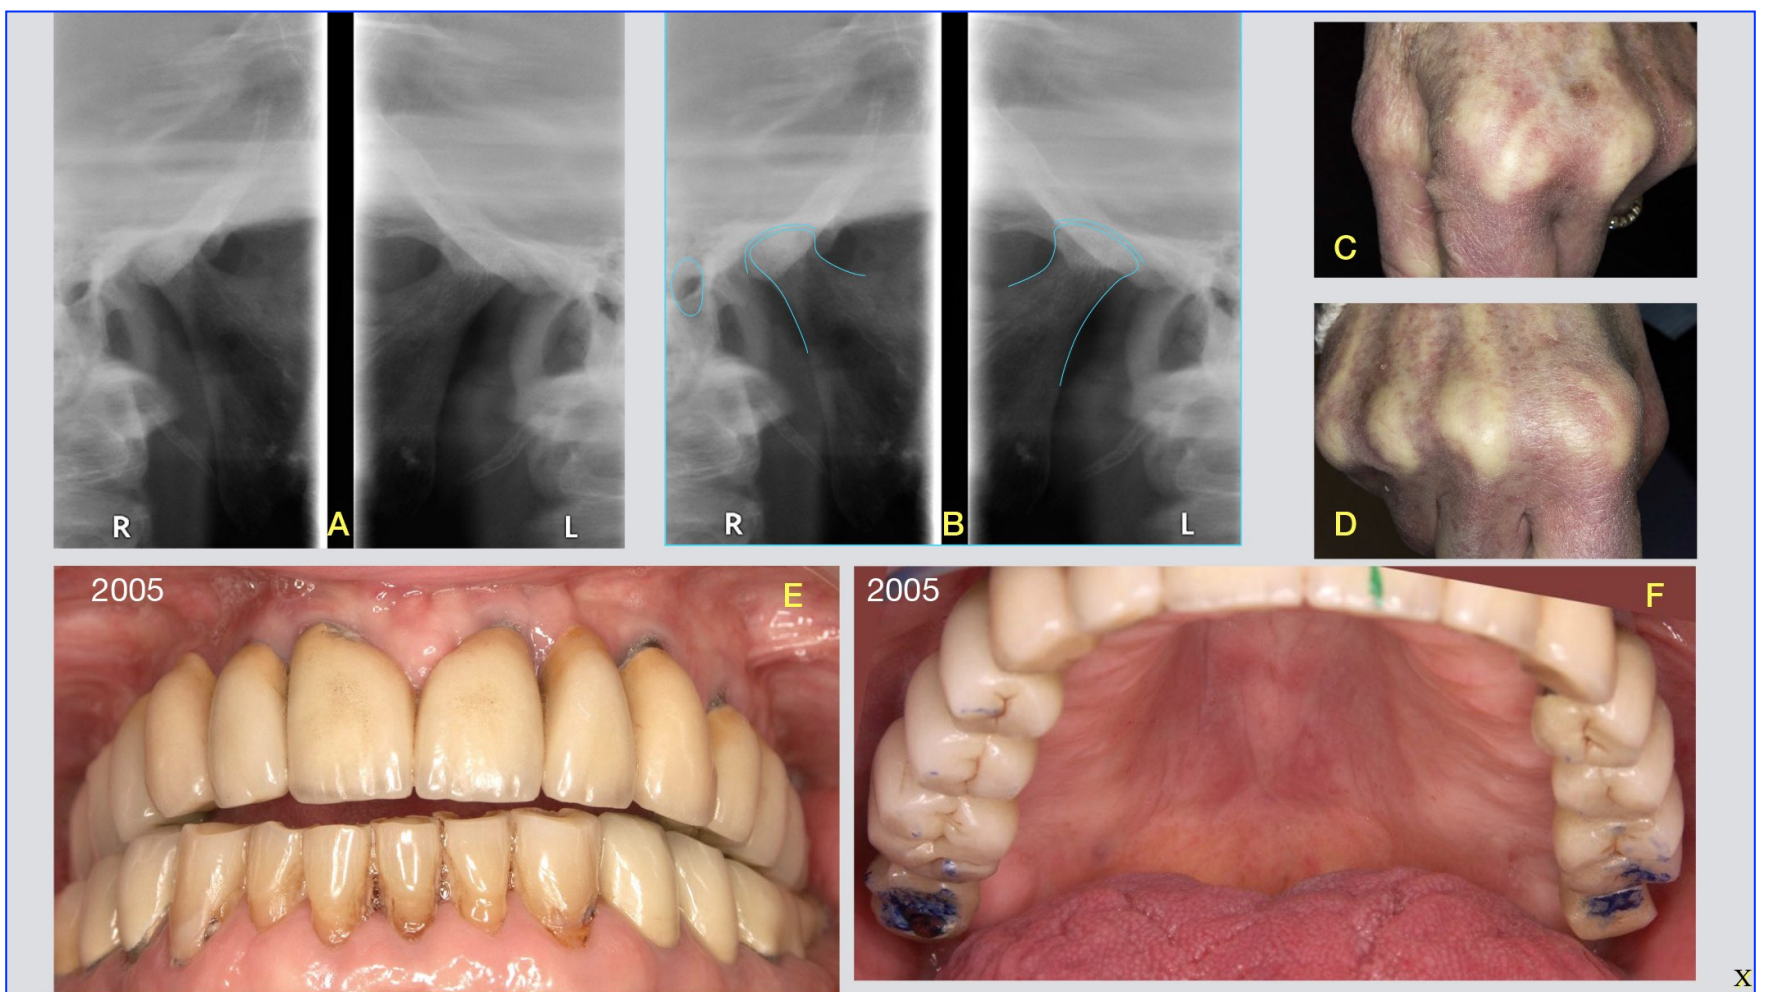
7 mois plus tard la patiente revient en contrôle, avec une béance antérieure complète. Les seuls contacts d'OIM sont situés sur les couples M2. Elle me montre ses mains qui se déforment rapidement et m'annonce qu'elles résultent d'une polyarthrite rhumatoïde évolutive. Les tomographies des ATM montrent les têtes des condyles mandibulaires effondrées qui sont responsables de la béance, qui est elle même évolutive.
